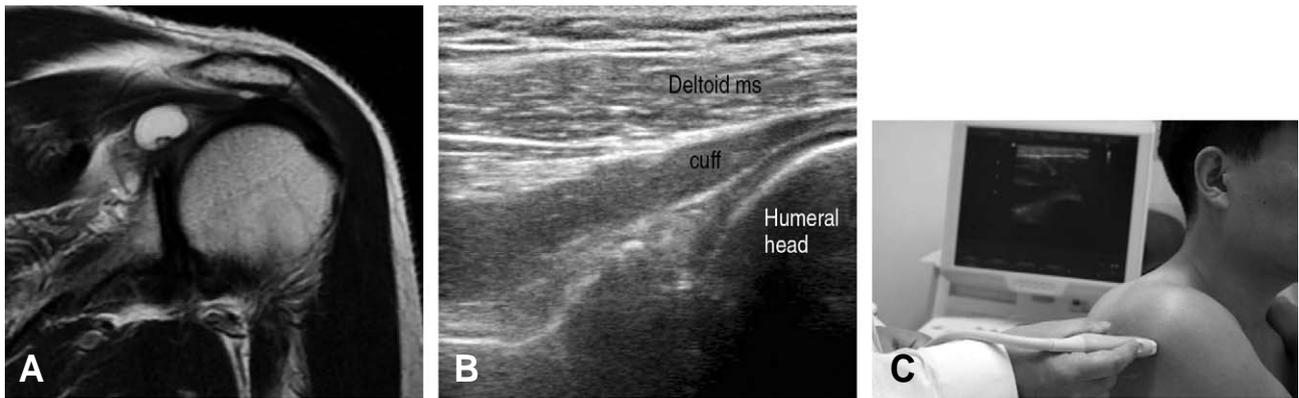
Dorsal transverse section of A) MRI, B) Ultrasonographic examination and C) Clinical photo.
